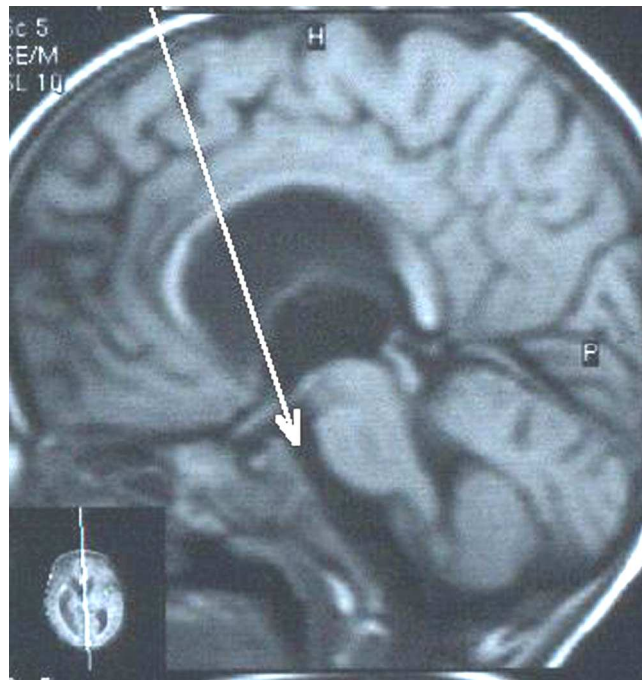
Предоперационное планирование эндоскопической вентрикулоцистерностомии в области дна III желудочка по данным T₁-взвешенной магнитно-резонансной томограммы больного Б.
